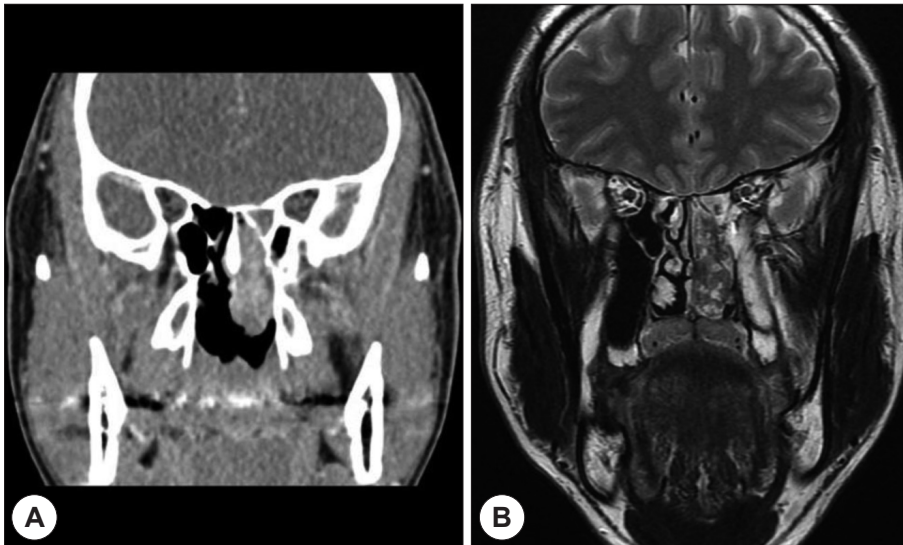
Preoperative computed tomography (CT) and magnetic resonance (MR) findings in the patient. Coronal view of enhanced CT shows a heterogenous soft tissue tumor in left nasal cavity, extending to left posterior ethmoid sinus (A). Coronal view of T2-weighted MR image shows heterogenous decreased signal intensity with micronodular non-enhancing portion (B).
